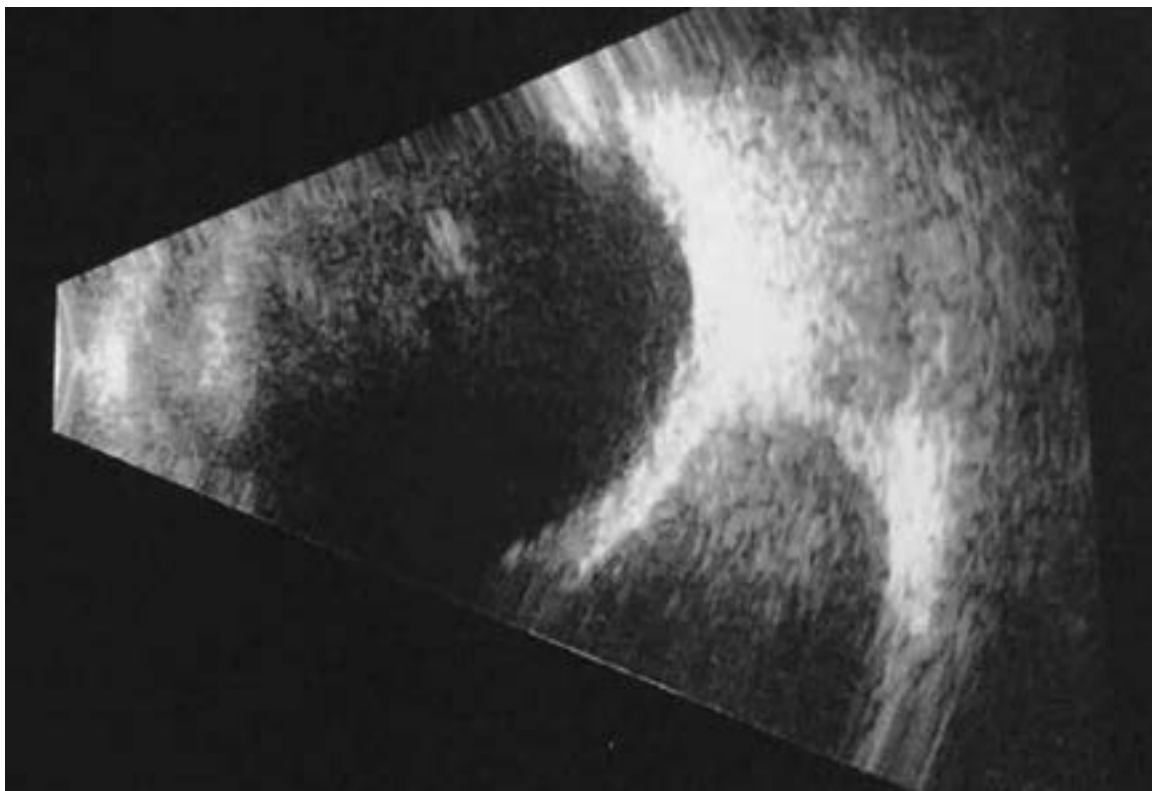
Ecografía modo B.
